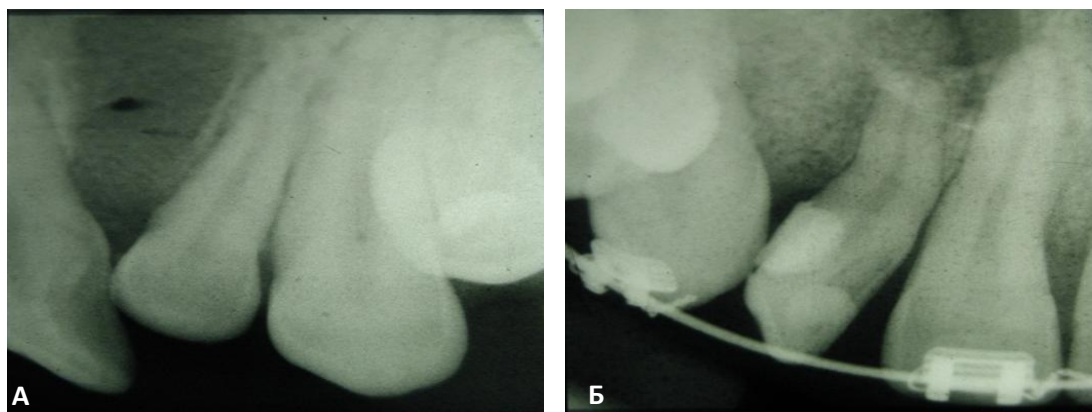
Контрольная рентгенограмма:
